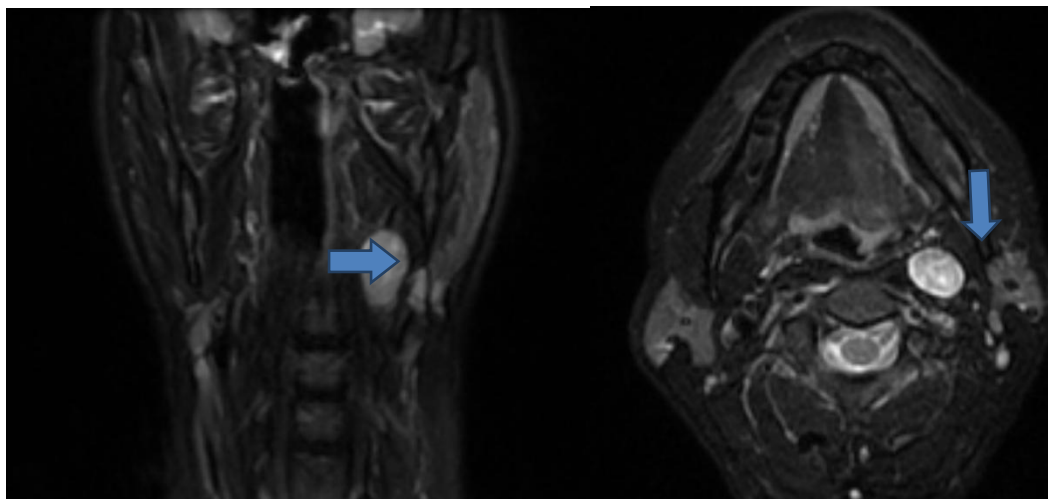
RM potenciada en T2. Planos coronal y axial. Lesión en espacio carotídeo izquierdo.
